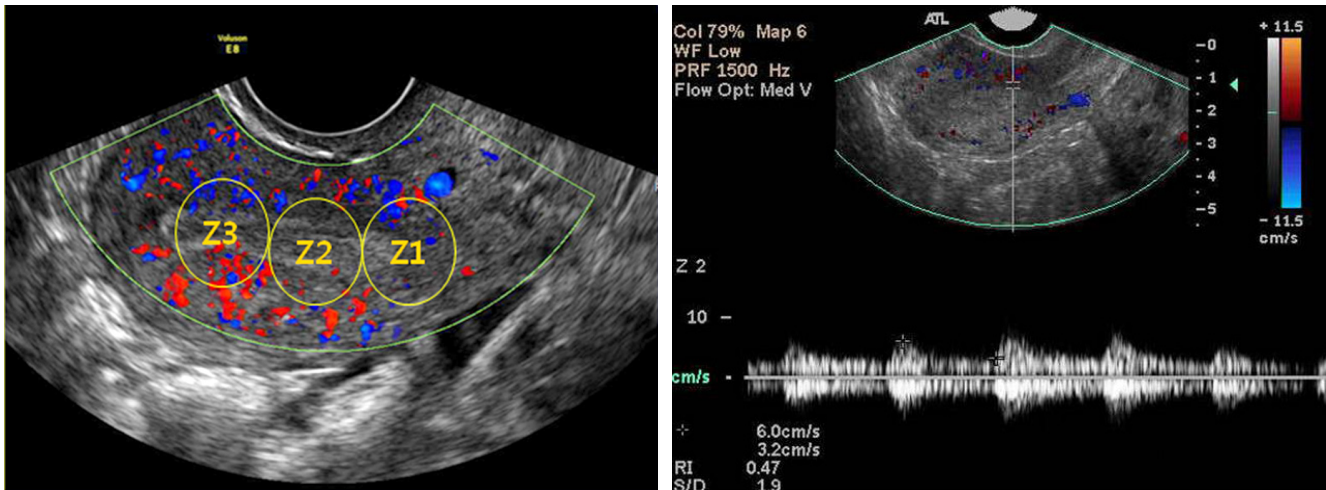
Measurement of uterine blood flow by Doppler ultrasonogram. Resistance index (RI)=(peak systolic velocity-end diastolic velocity)/peak systolic velocity; Z1, zone for the 1st time measured resistance index; Z2, zone for the 2nd time measured resistance index; Z3, zone for the 3rd time measured resistance index.
